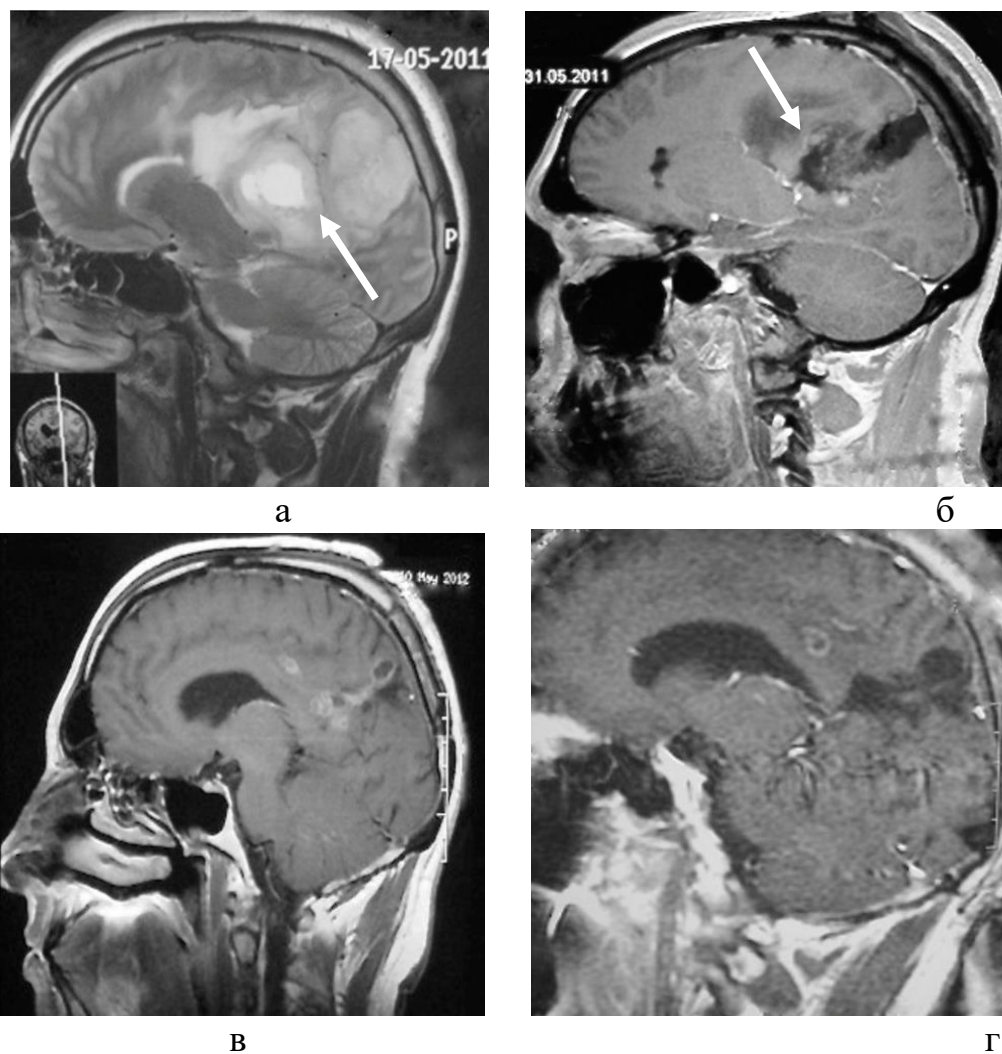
Ганглионейробластома левой теменной доли у пациента Я-ев В.И. (А/к 453/2011): а – Магнитно-резонансная томография головного мозга до операции в режиме T2, опухоль солидно-кистозного строения (указана белой стрелкой), размеры опухоли 75×48×55 мм, с умеренным перифокальным отеком, опухоль компримирует мозолистое тело и левого бокового желудочка; б – Магнитно-резонансная томография головного мозга после частичного удаления опухоли, остаточной части опухоли (белая стрелка) составляет 37×34×40 мм; в – Магнитно-резонансная томография головного мозга после 6 циклов монохимиотерапии темозоломидом, размеры опухоли 32×18×16 мм, частичный ответ на терапию; г – Магнитно-резонансная томография головного мозга через 6 мес после лучевой терапии и химиотерапии, размеры опухоли 10×12×12 мм, сохраняется частичный ответ опухоли на проведенную терапию
